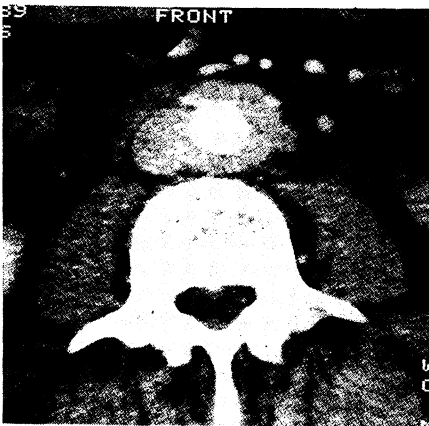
Computertomographischer Querschnitt in Höhe von LWK 3; zur Darstellung kommt eine intensiv Kontrastmittel aufnehmende Weichteilvermehrung zirkulär um die Bauchaorta; kein Anhalt für Aneurysma.
